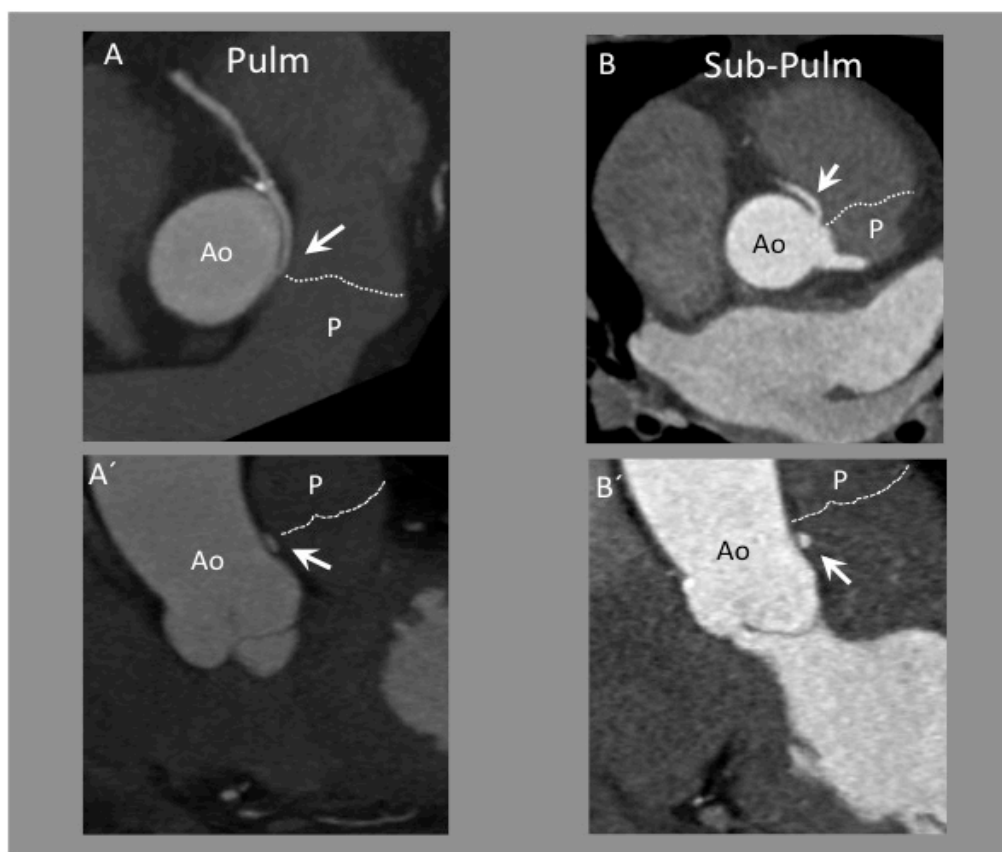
Angio TAC coronario. A,A'.- ARCA de recorrido intermedio (nivel pulmonar). La flecha señala el origen de la coronaria anómala a nivel de la válvula pulmonar (líneas discontinuas). B,B'.- ARCA de recorrido bajo (nivel sub-pulmonar). La flecha señala el origen de la coronaria anómala por debajo de la válvula pulmonar (líneas discontinua). Ao: Aorta. P: Arteria pulmonar
